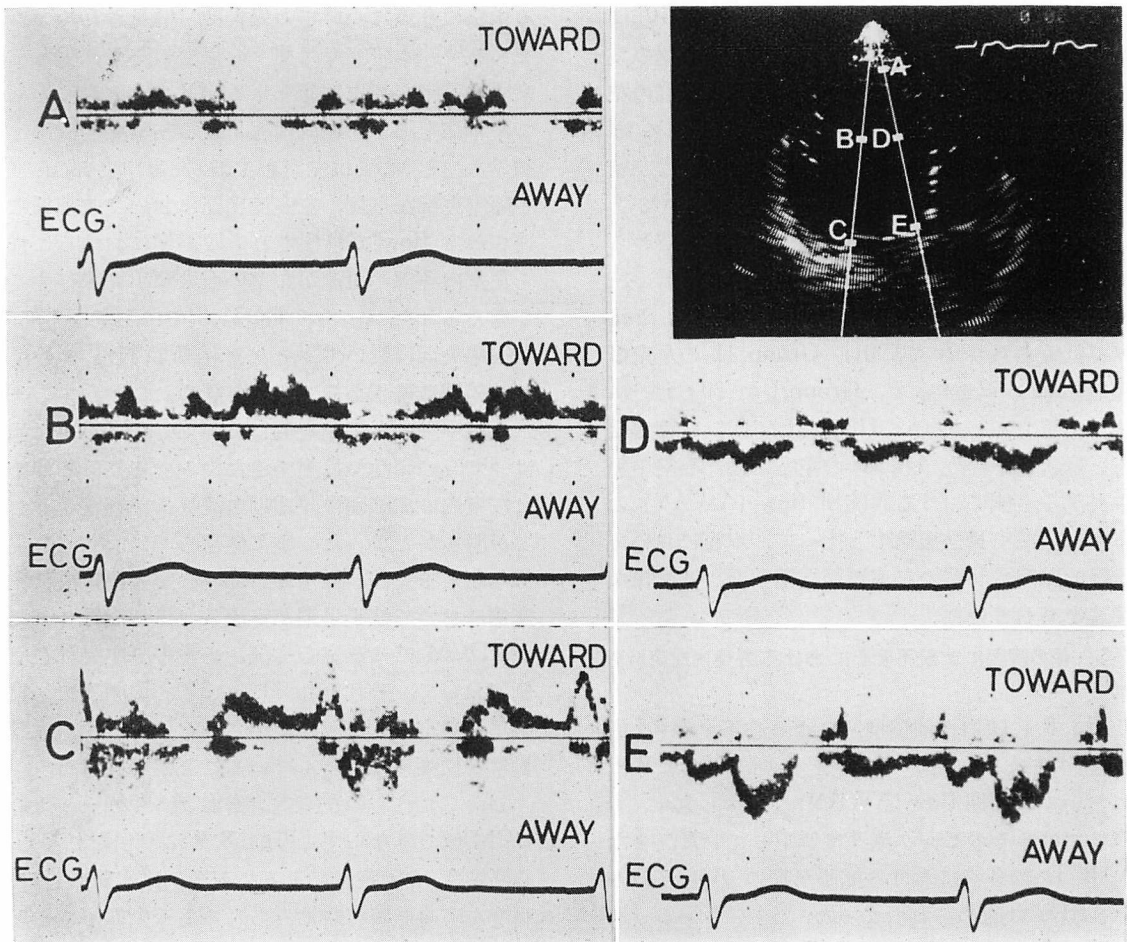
Pulsed Doppler echocardiograms of a patient with anterior myocardial infarction (a 65-year-old female).
